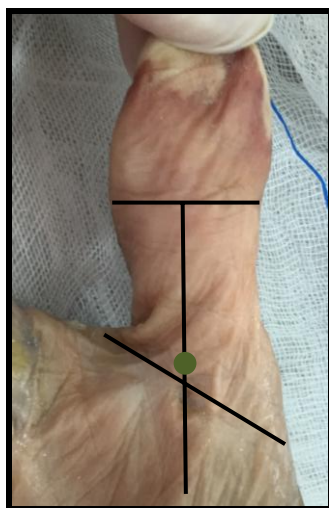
Punto de entrada en el primer dedo para realizar la técnica percutánea con ecografía.
